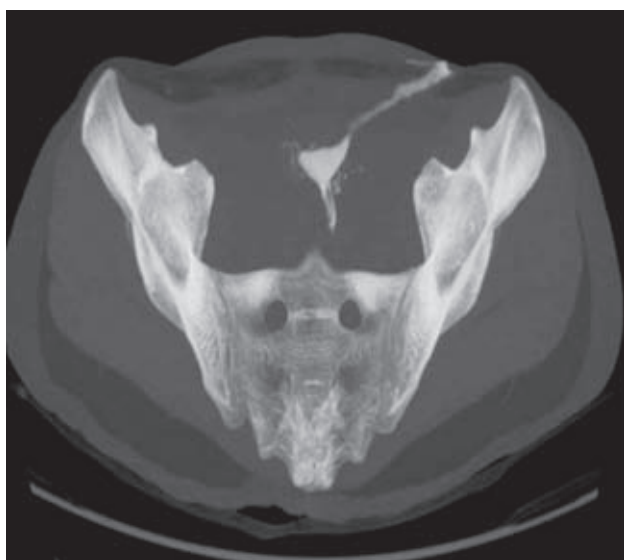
Tomografía de la región pélvica con advertencia del trayecto de la fístula.
